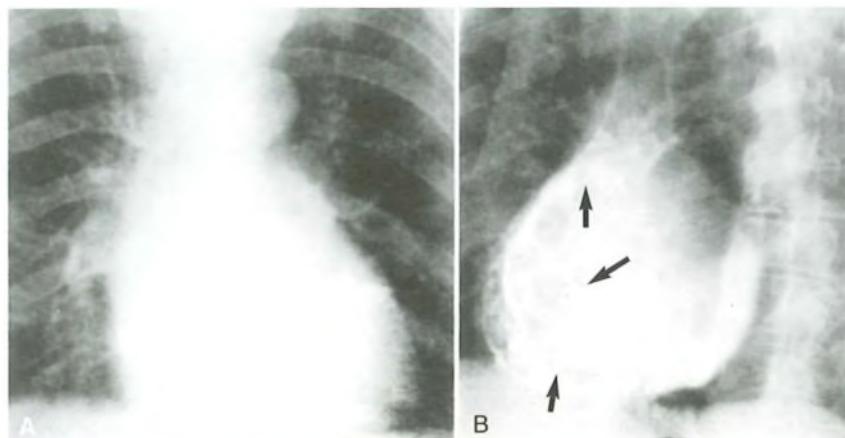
Pericardite costrittiva: radiografie in proiezione frontale (A) e proiezione OAS (B). L'ombra cardiaca è leggermente ingrandita. Le frecce indicano le calcificazioni pericardiche, apprezzabili meglio in proiezione OAS (da: Giuliani G. *Radiologia medica*, V ed. Torino: Edizioni Minerva Medica).
